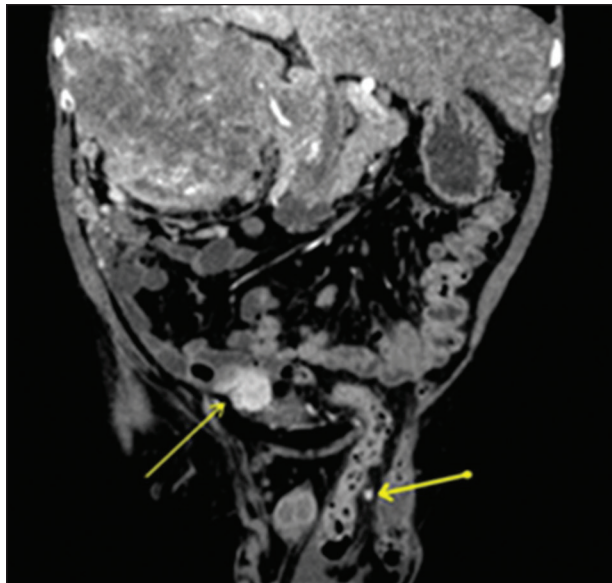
Tomografia computadorizada coronal na fase arterial mostra volumoso carcinoma de células renais hipervascularizado à direita, além de nódulos de carcinomatose peritoneal, um deles no saco herniário esquerdo (setas).
